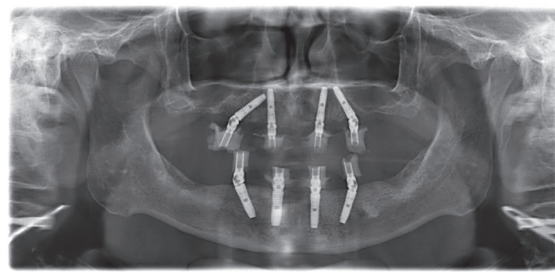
Aspectul radiografic al implanturilor instalate conform conceptului All-on-4
